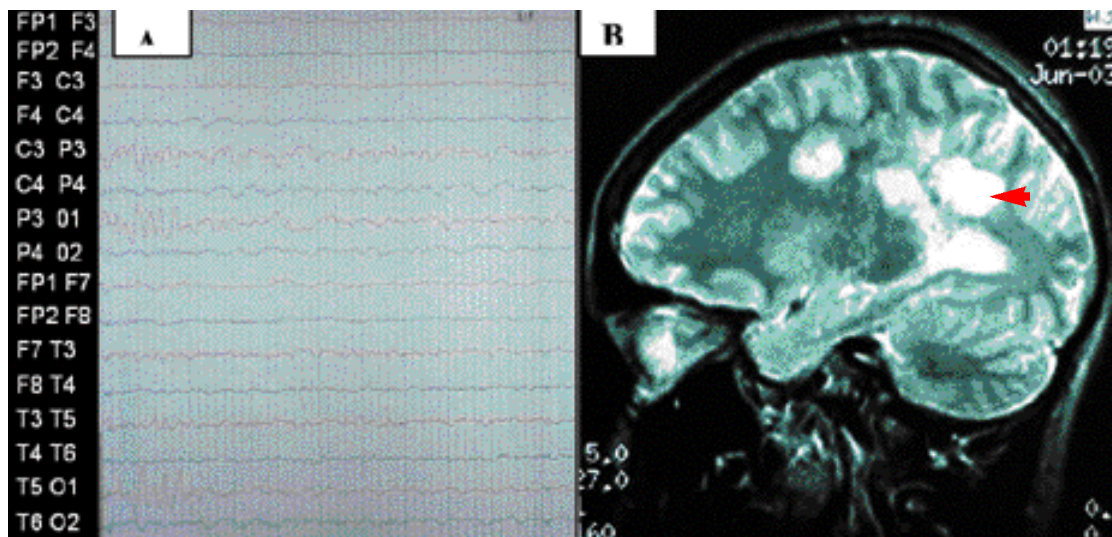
EEG con actividad lenta parietal posterior izquierda de mujer que debutó con crisis convulsivas (A). IRM de cerebro vista sagital en T2 (B) con imágenes hiperintensas en corteza y unión de sustancia blanca-gris parietal izquierda (flecha) (caso 4.)
